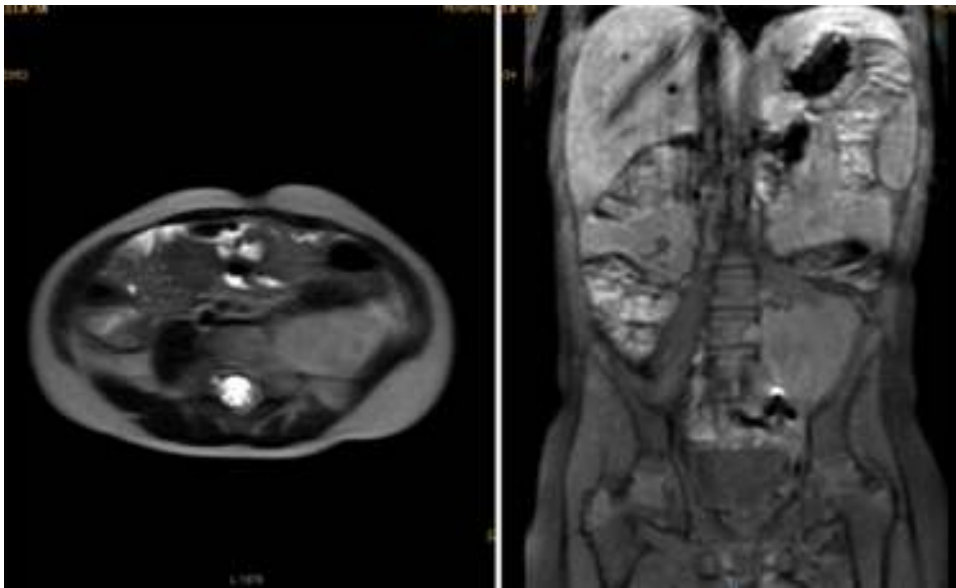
Resonancia magnética de abdomen con contraste mostrando a nivel paravertebral izquierdo masa de bordes definidos de aspecto heterogéneo en todas las secuencias, que mide aproximadamente 42.2 × 53.6 mm, con ávido realce de la lesión con el medio de contraste.
